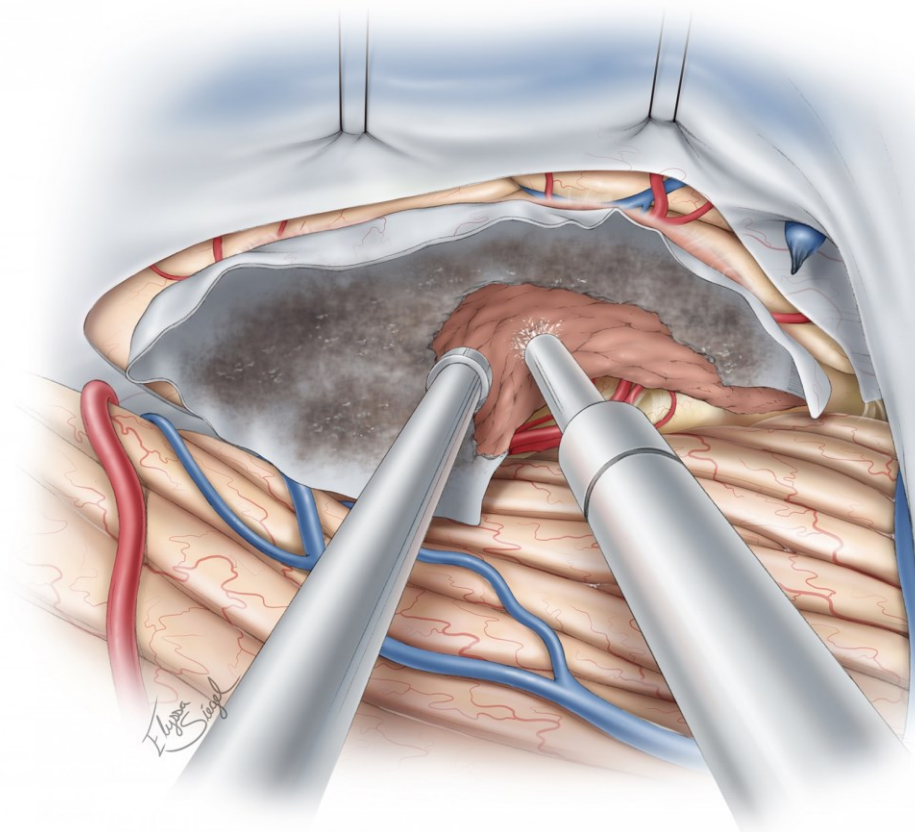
在切开天幕暴露肿瘤后，可通过吸引器和双极电凝来对质软肿瘤行内减压，而对纤维性质地坚硬的肿瘤则可通过吸引器和 CUSA（超声吸引器）配合来进行切除。但在内减压肿瘤过程中不应在视线不及的瘤壁外侧操作。
